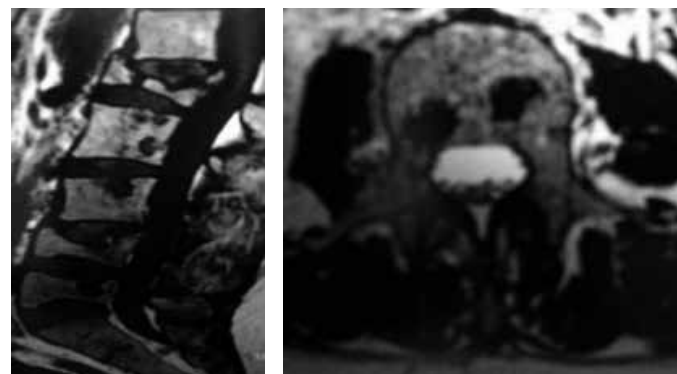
Ressonância Magnética da coluna lombar sagital em T1 (A) e axial em T2 (B), com áreas de hipossinal nas duas imagens, e fraturas por fragilidade.
